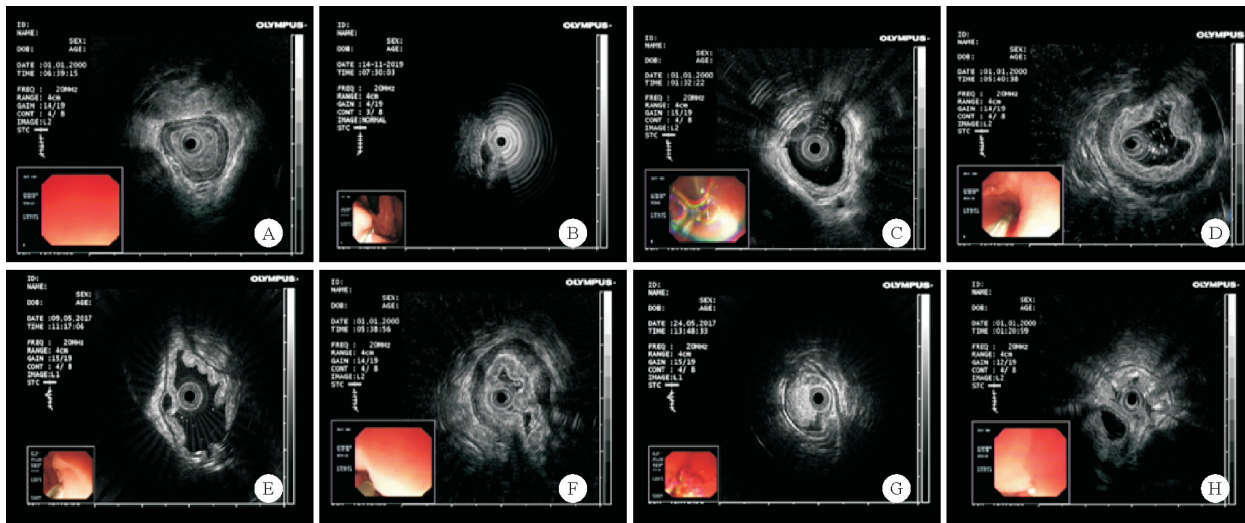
两组患者超声图像情况(A、B、F、G、H:无水组;C、D、E:注水组;A、C:食管上段血管瘤;B:胃底间质瘤;D、F:胃窦异位胰腺;G:十二指肠降段脂肪瘤;E、H:十二指肠降段囊肿)
